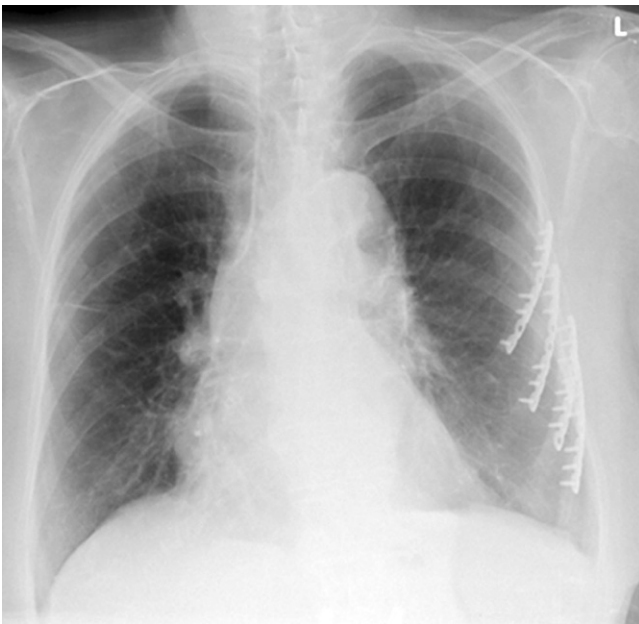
◀ Postoperative Thoraxröntgenaufnahme am Entlassungstag. Regelmäßige Lage des eingebrachten Osteosynthesematerials. Die pulmonalen Infiltrate sind im Verlauf deutlich abgeklungen
